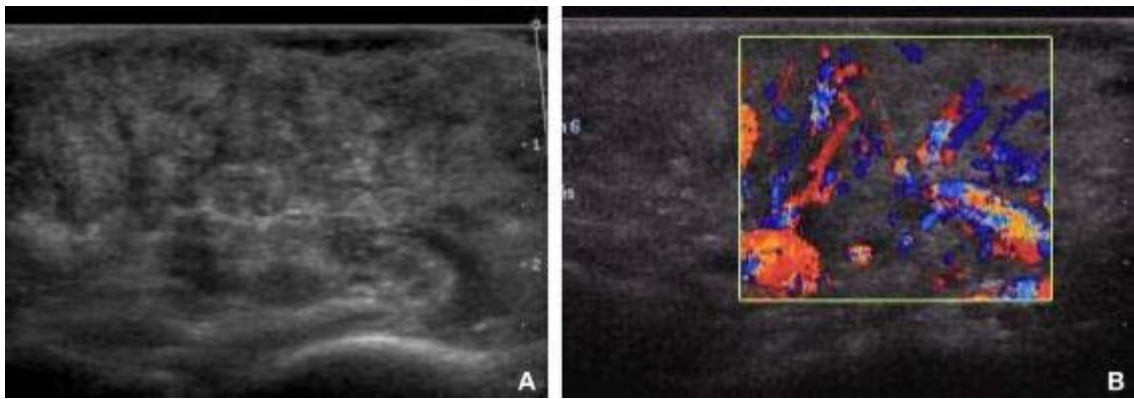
Image en echodoppler d'Hémangiome sous-cutané
